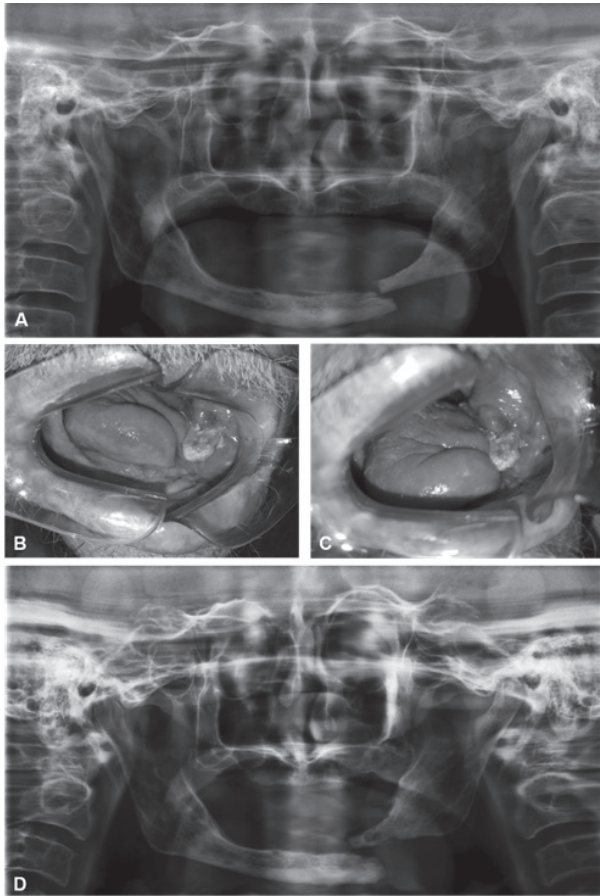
A. Radiografia panorâmica duas semanas após a radioterapia, evidenciando fratura mandibular; B e C. Fotografias intraorais da exposição do coto ósseo distal de mandíbula esquerda, dez dias após o diagnóstico da fratura; D. Radiografia panorâmica após 11 meses do diagnóstico de fratura mandibular
